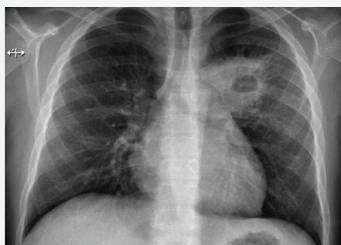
Radiografía de tórax tomada el día del ingreso.
